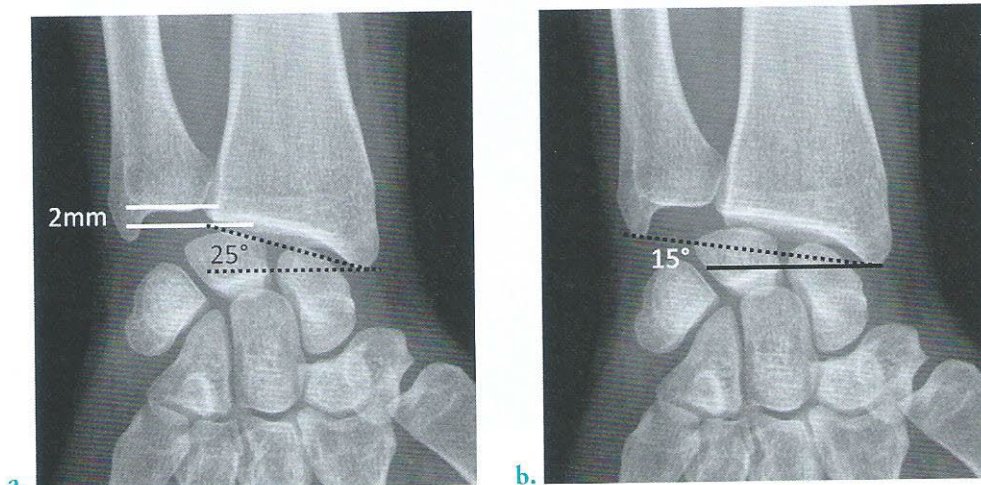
Radiographies du poignet droit de face
